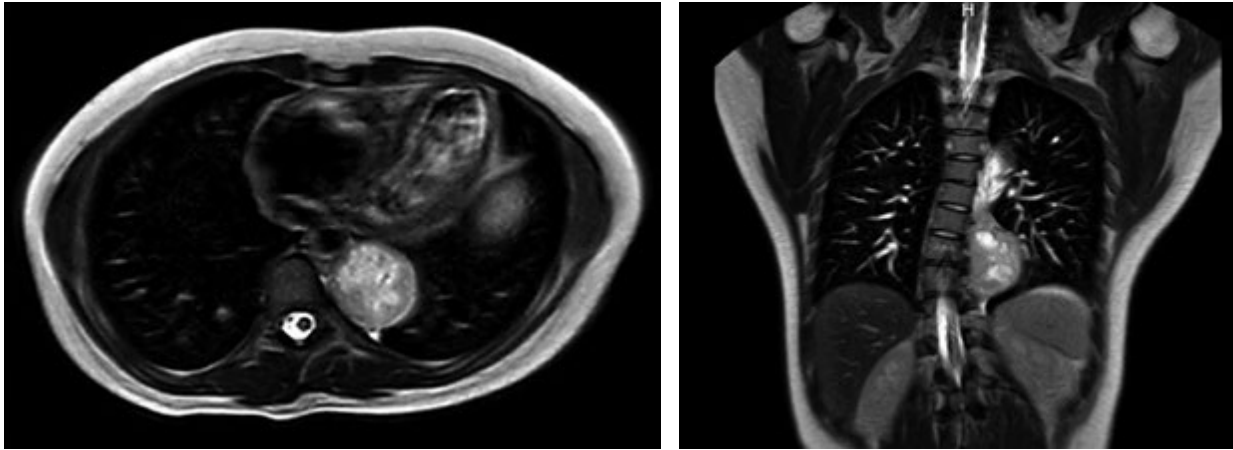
Resonancia magnética de abdomen
